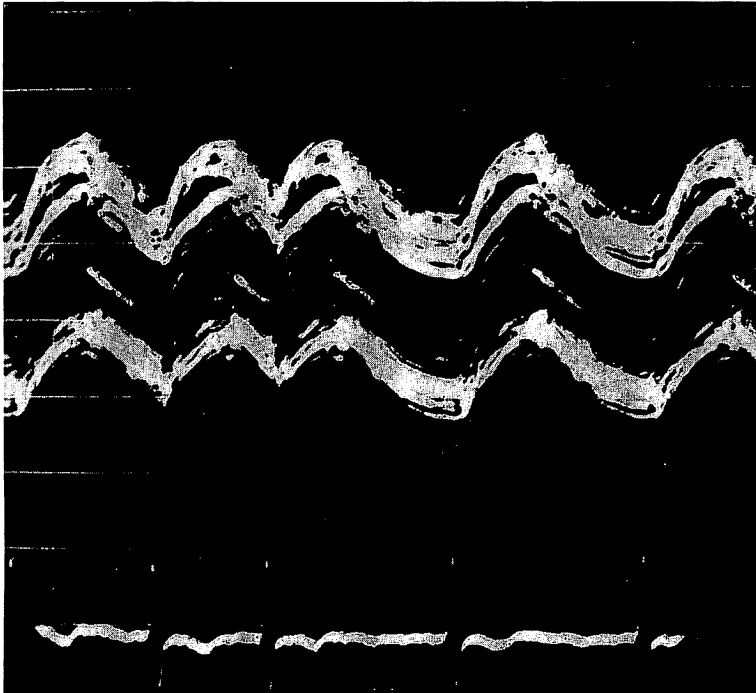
Echocardiogram of Case 5 (39 years old female) with aortic valve replacement.
